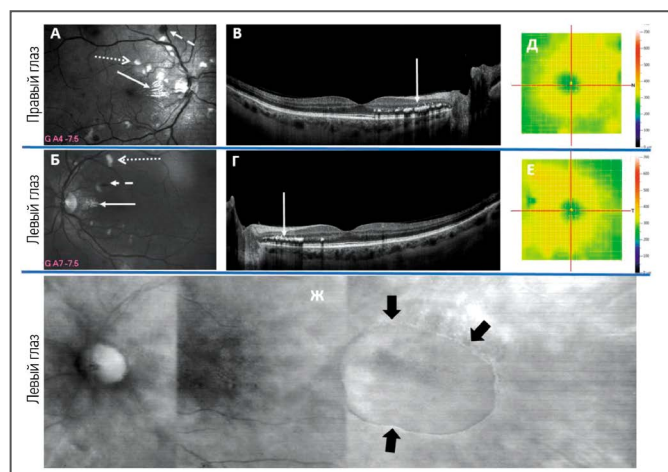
Данные сканирующей лазерной офтальмоскопии в зелёном свете (А, Б), оптической когерентной томографии (В, Г), тепловой карты сетчатки (Д, Е), сканирующей лазерной офтальмоскопии в инфракрасном свете (ретро-режим, Ж) пациентки З. 53 лет со злокачественной артериальной гипертензией (исследование сетчатки выполнено в 2014 году).
